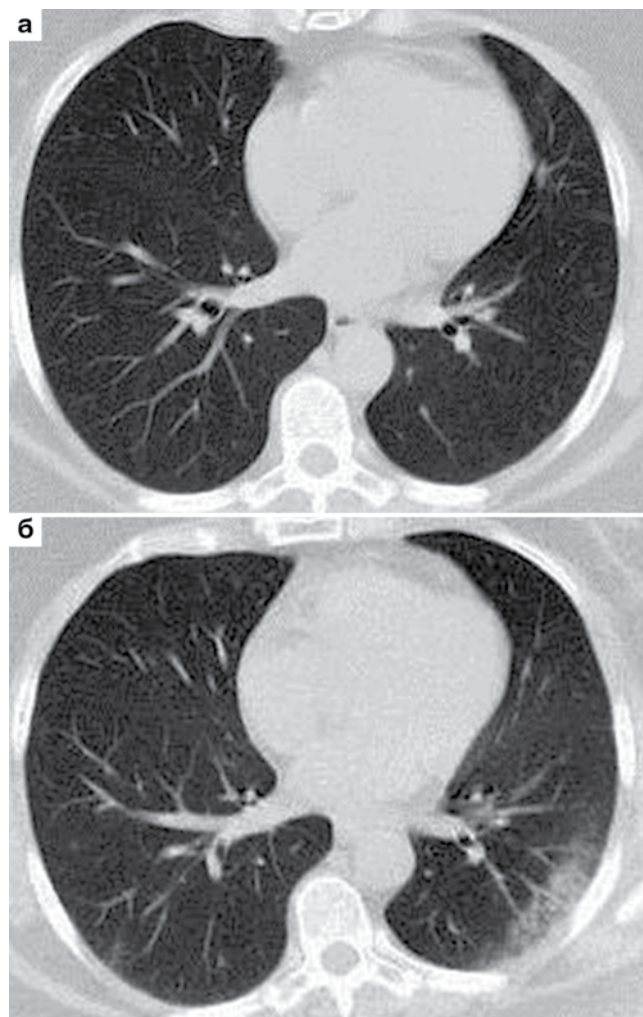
КТ ОГК, аксиальные срезы: а) первичное исследование (1-е сут госпитализации) – отсутствие изменений в легких (КТ-0); б) повторное исследование (8-е сут) – в задненижних отделах левого легкого определяются участки «матового стекла» и ретикулярные изменения (КТ-1)
